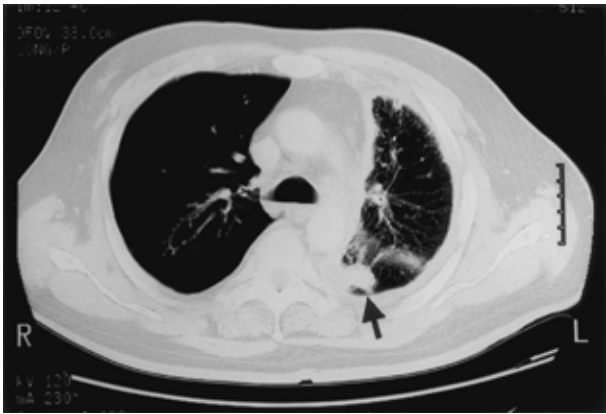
Chest CT shows a mass shadow in the left upper lobe (arrow) and thickened pleura.
